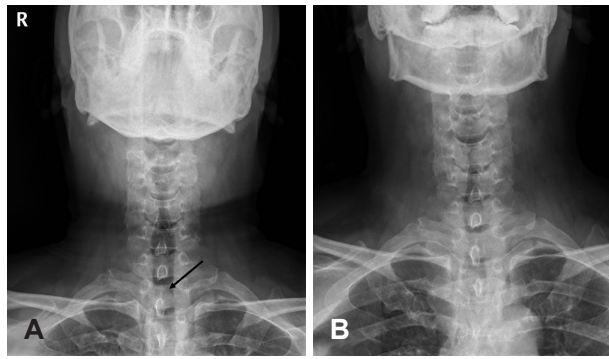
Cervical spine anteroposterior X-ray. Pre-operative X-ray. Arrow indicates the mass in the trachea (A). Post-operative X-ray shows no mass in the trachea (B).
